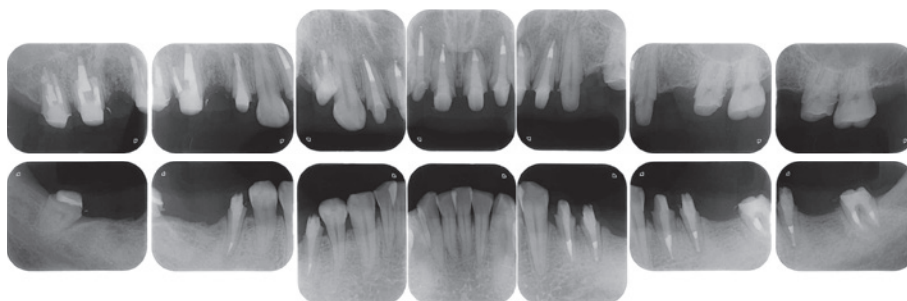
1stプロビジョナルレストレーション時のデンタルX線写真。
